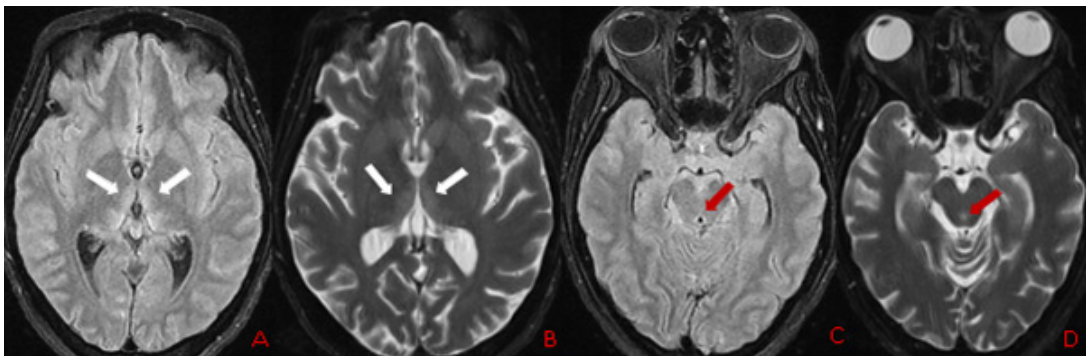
IRM Cérébrale en coupes axiales objectivant un hypersignal T2 FLAIR (A, C) et T2 (B, D) intéressant bilatéralement les deux thalamus (flèches blanches) et la région péri-aqueducule (Flèches rouges)
